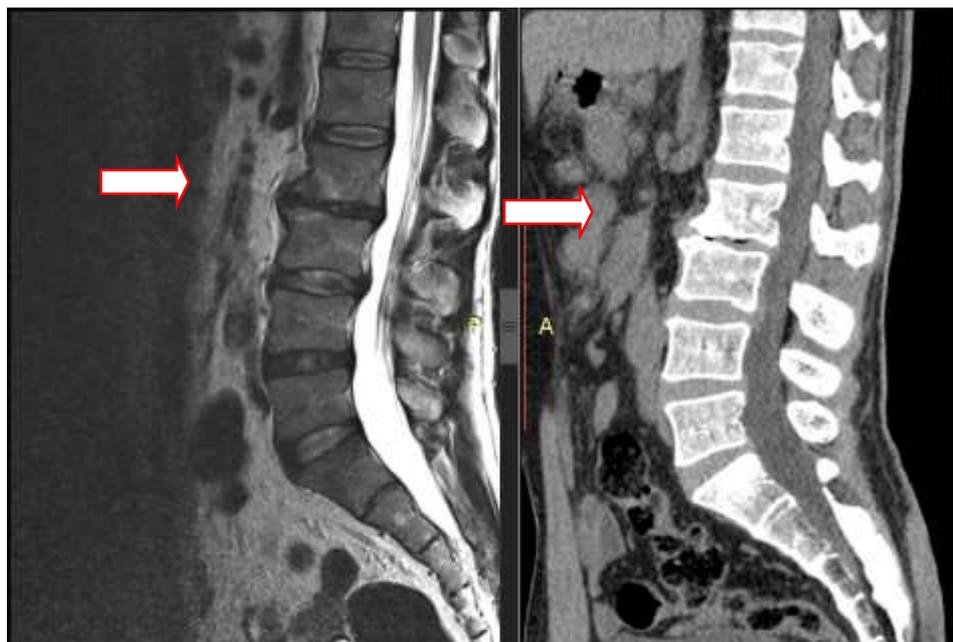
Дооперационная МРТ (слева) и МСКТ (справа) поясничного отдела позвоночника с признаками ретроспондилолистеза L2, нестабильности ПДС (отмечено стрелкой) (И/б С7023/2019)
